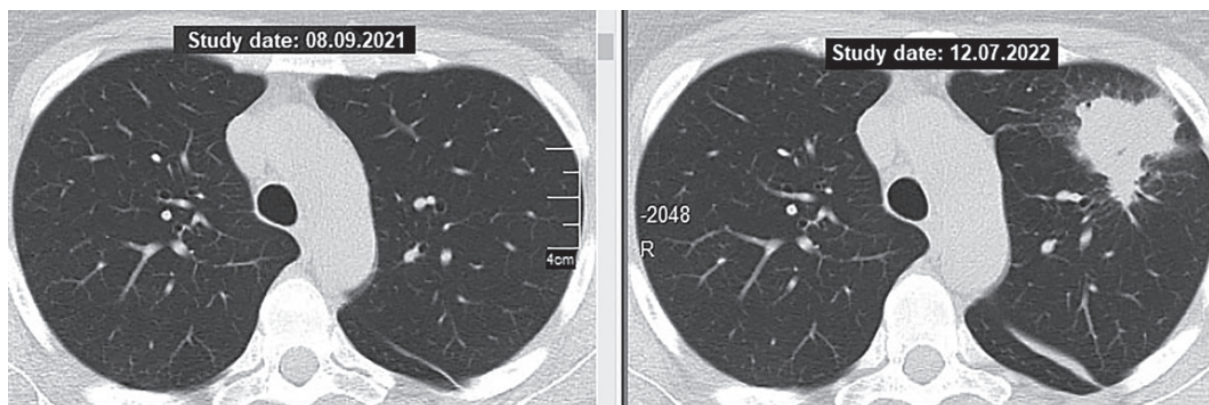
КТ: нове утворення в лівій легені
